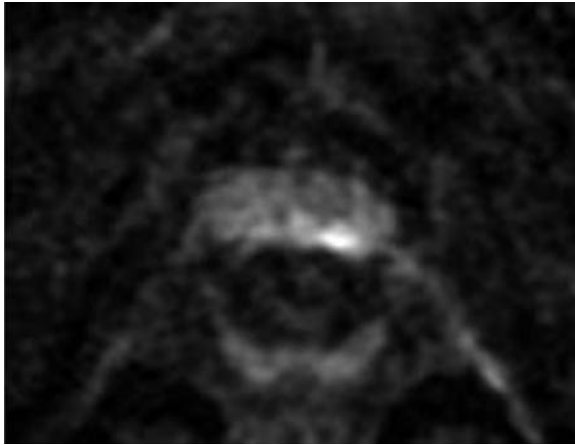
MRI showed finding indicating prostate cancer with hyperintensity in DWI image.
